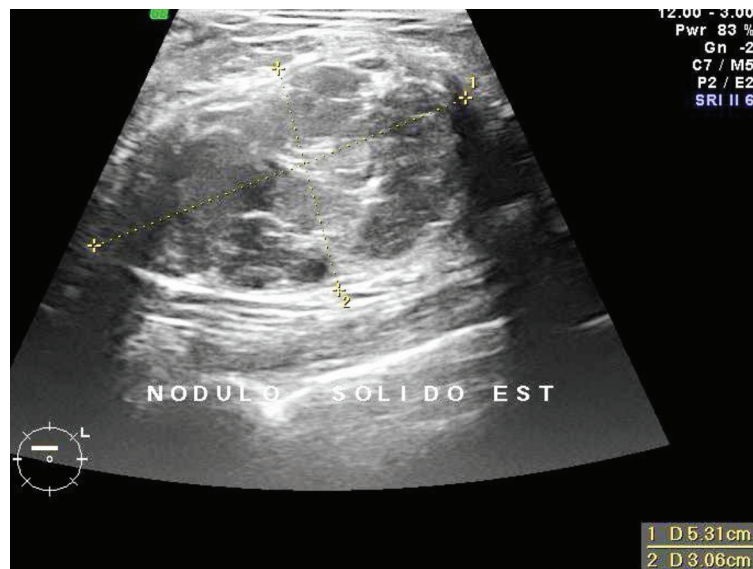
Paciente de 60 anos, com história de mastoplastia prévia, referindo nódulo de consistência endurecida palpável na mama esquerda. Ultrassonografia mostrando nódulo sólido heterogêneo de aspecto ecográfico intermediário (BI-RADS 4) para o qual foi recomendada biópsia de fragmento
